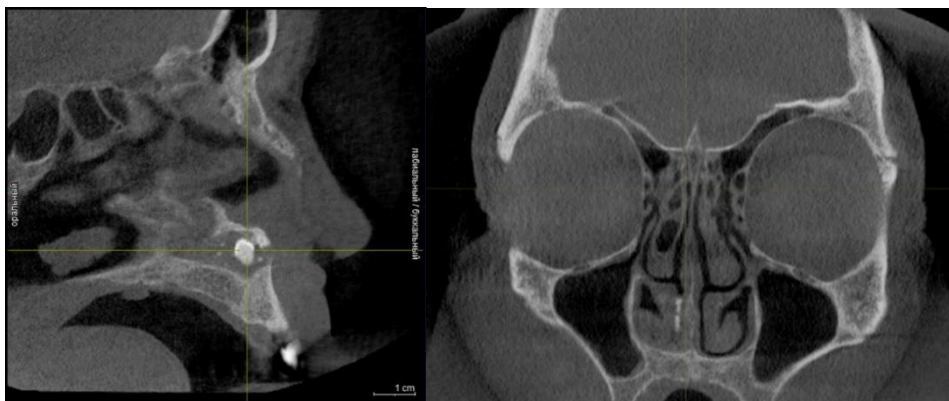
Компьютерная томография околоносовых пазух 03.03.2020.
